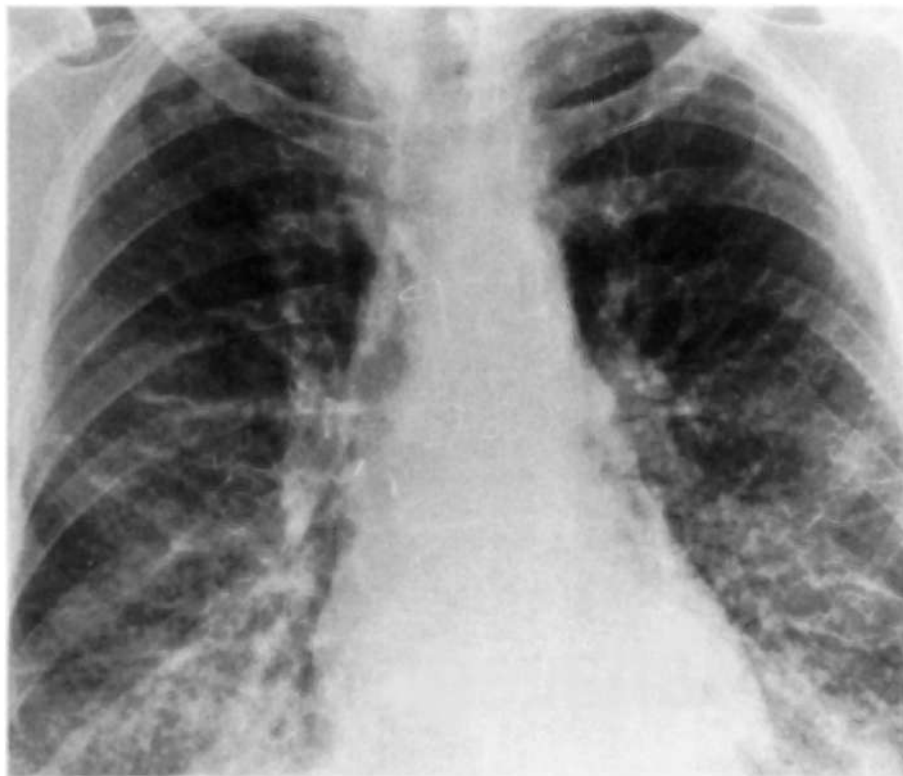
Рентгенограма легень хворого на ГП: гостре пошкодження легень
